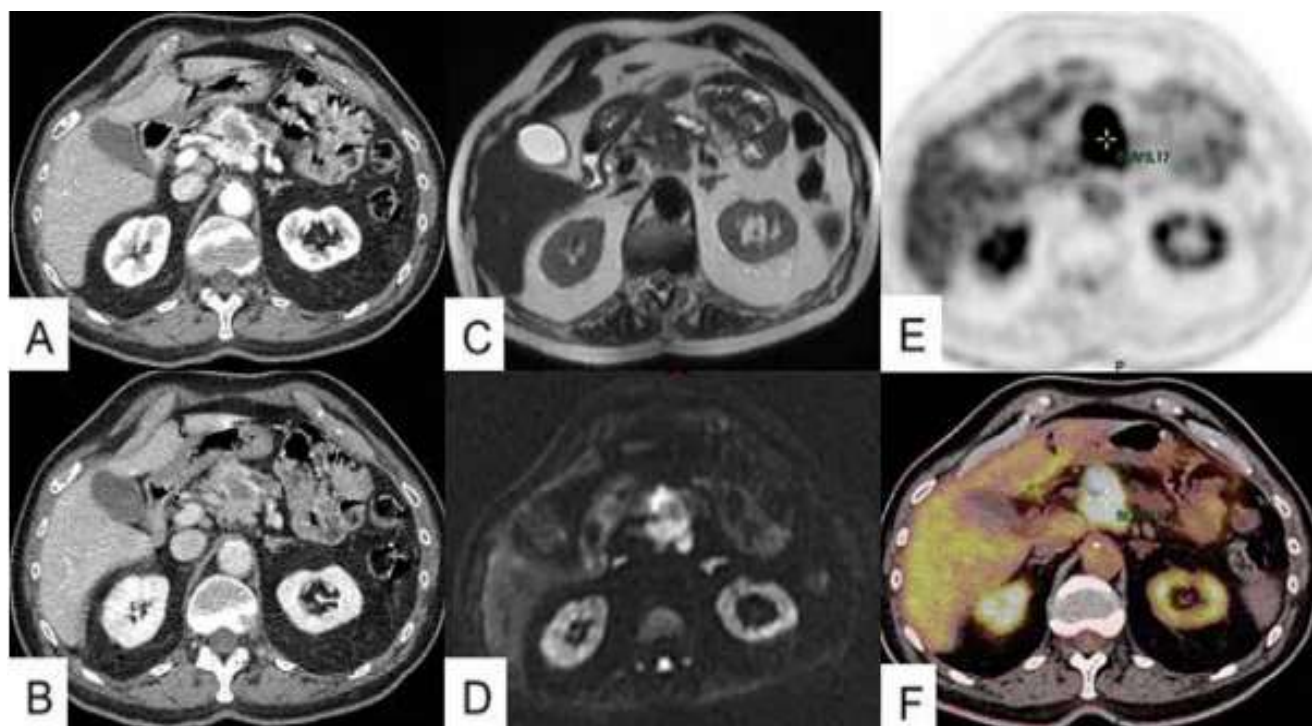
TNE pancréatique bien différenciée de G2 (Ki67 18 %) associée à des métastases ganglionnaires, chez un patient de 68 ans. Aspect en TDM avec injection de contraste aux temps artériel précoce (A) et portal (B), en IRM pondérée en T2 (C) et en diffusion (D), et en TEP au 18FDG [65].
